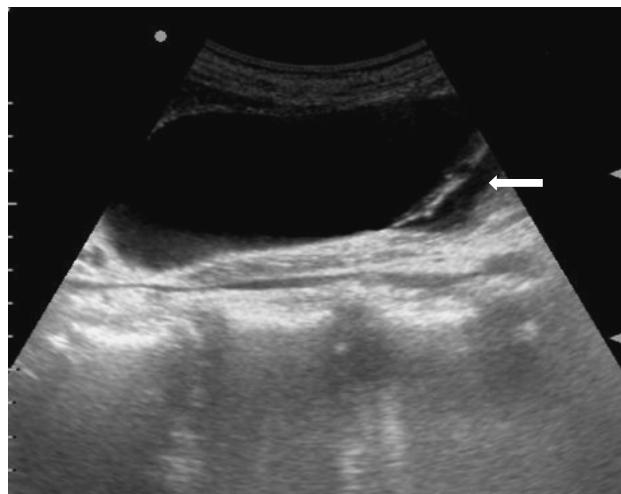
Ultrasonography revealed an enlarged gallbladder with a wall defect (hole sign). Pericholecystic fluid collection was noted (arrow).
